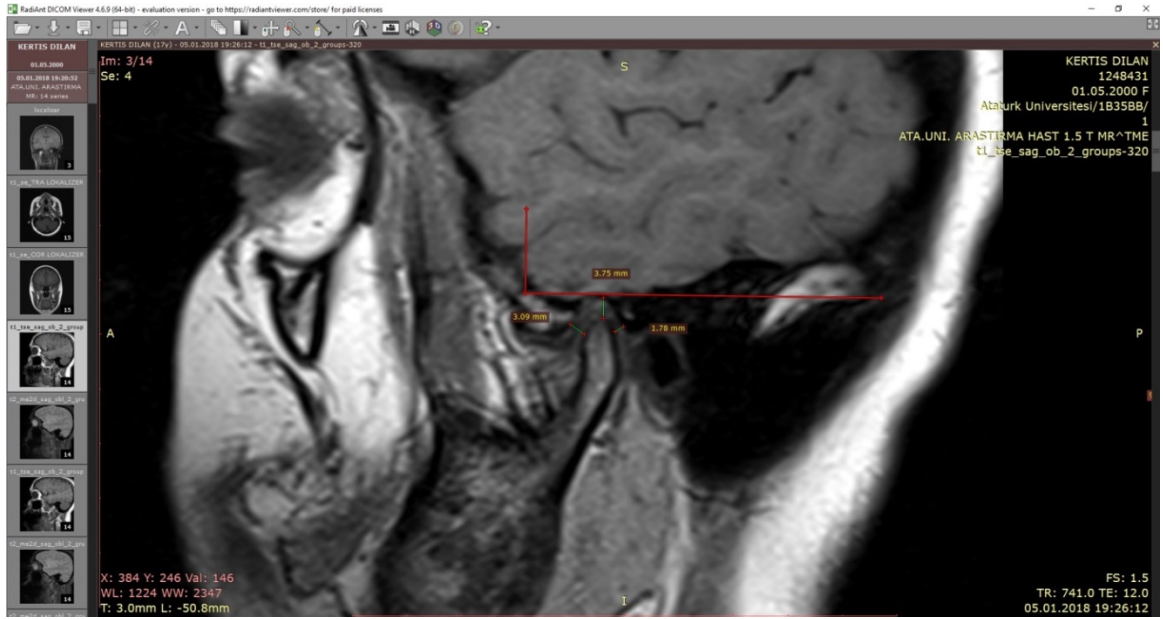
MRG’de PD TSE sekanslı görüntüler üzerinde yapılan eklem aralığı mesafe ölçümleri
